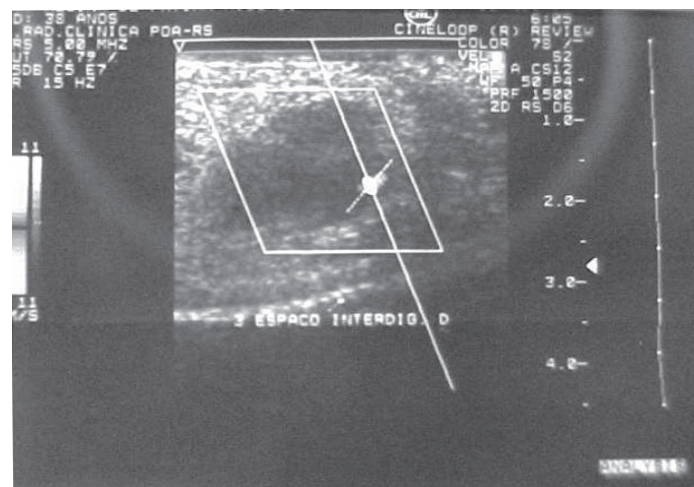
Ecografia .Massa hipocóica.
